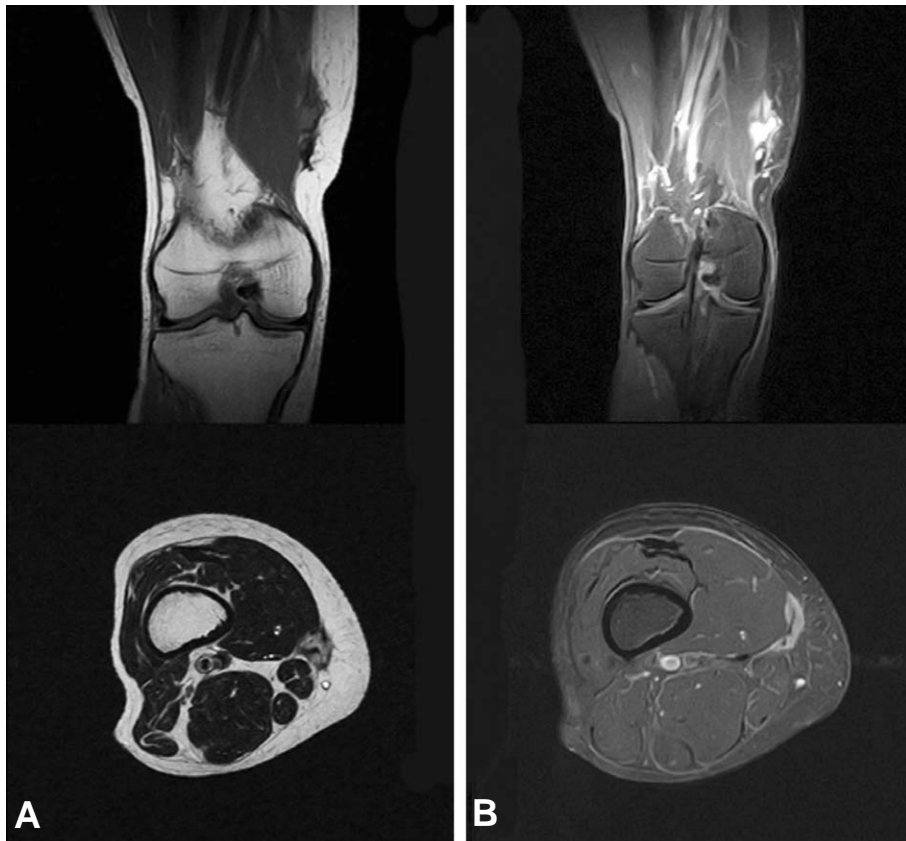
The magnetic resonance image of right distal thigh. (A) Coronal (above) and axial (below) T1-weighted image shows poorly defined mass with low signal intensity. (B) Coronal (above) and axial (below) T1 enhanced image shows strong enhancement.
